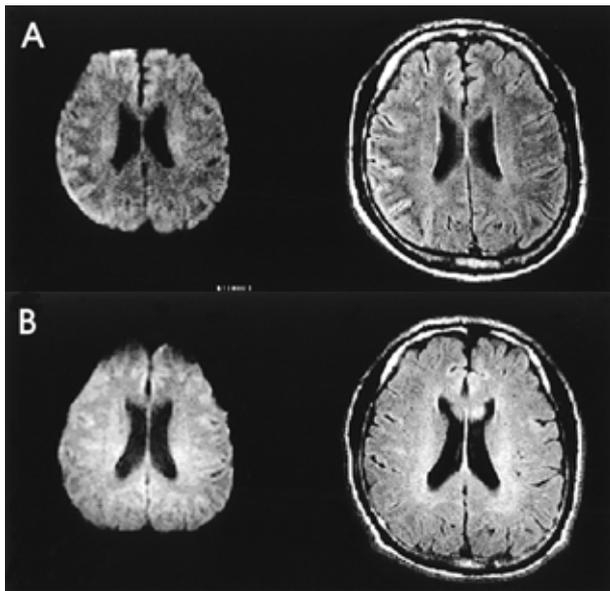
(A) The initial brain MR imaging. Axial fluid attenuated inversion recovery and diffusion weighted image show a high signal lesion in the right temporo-parietal cortex. (B) Follow up MR imaging 42 days after the initial MR imaging. Axial fluid attenuated inversion recovery and diffusion weighted image show complete resolution of the focal lesion in right temporo-parietal cortex.
